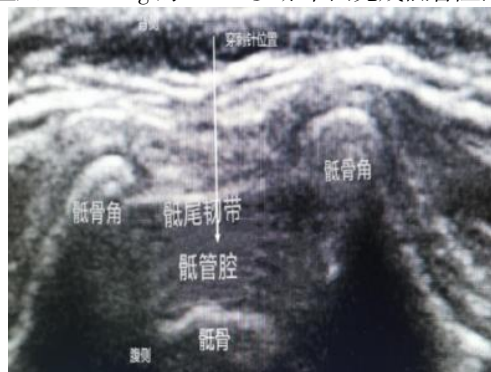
超声引导下骶管阻滞(CB)平面外技术图像
